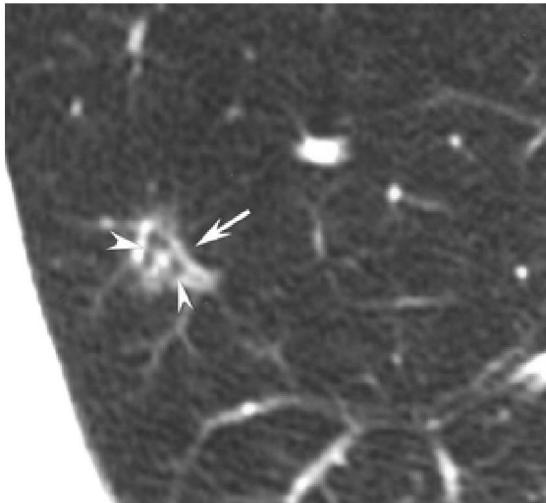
Узловой фиброз с вогнутыми краями. Доброкачественное образование (Это и последующие изображения получены на РКТ томографе GE BrightSpeed Elite [25])
